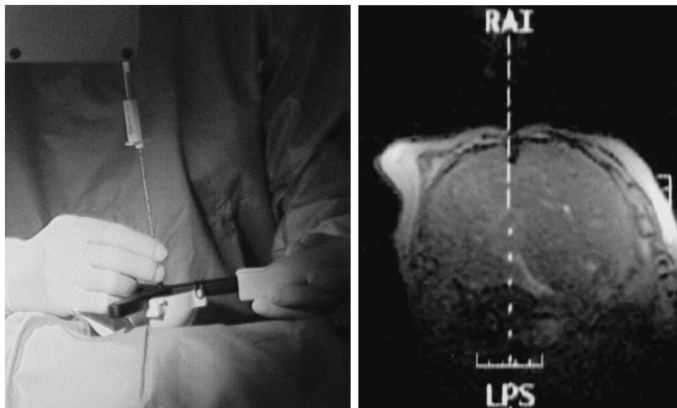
MR-guided percutaneous puncture of a liver tumor. A single surgeon can carry out the percutaneous puncture holding the hand piece tightly without blocking diodes (left side), while monitoring artifact-free real time MR images (right side).
